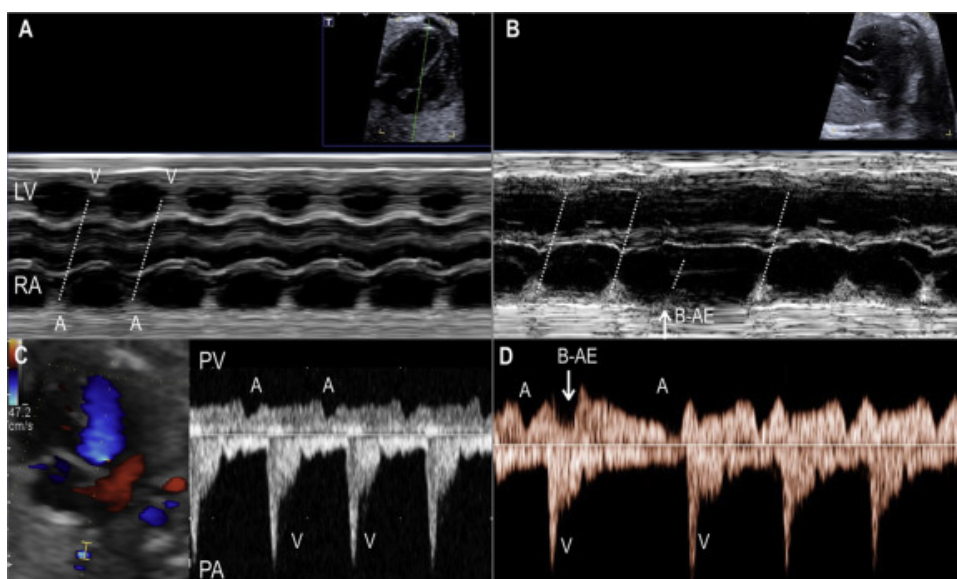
M-mode [A, B] and simultaneous pulsed-wave Doppler signal [C,D] across the pulmonary artery (PA) and vein (PV). Images [A, C] depict normal sinus rhythm, and images [B,D] show a blocked atrial ectopic (B-AE). Note the regular interval between atrial signals during sinus rhythm and an early signal (arrow) characteristic of atrial ectopic. A/V = atrial/ventricular systole; LV = left ventricle; RA = right atrium.
